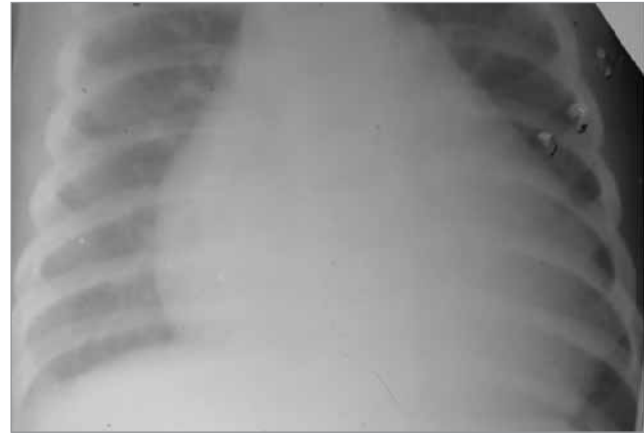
Рентгенограма органів грудної клітки (дитини 3,5 міс, кардіомегалія)
